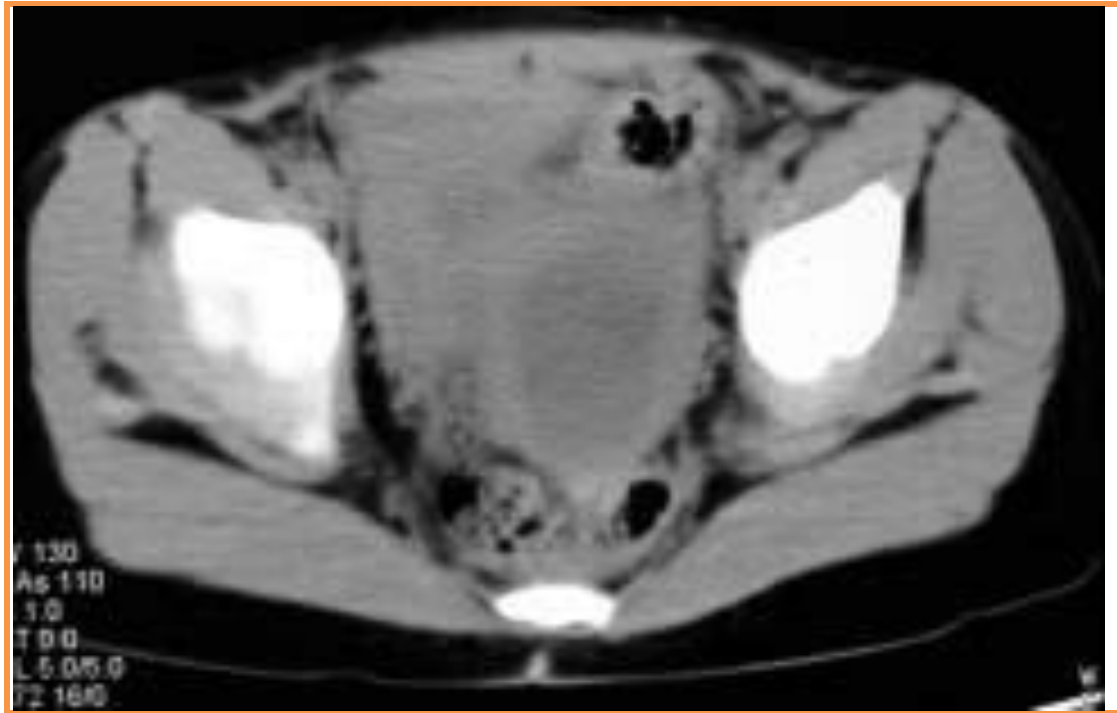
TDM pelvienne objectivant une masse pelvienne kystique à contenu liquidien hétérogène, de siège rétro vésicale et latéro-utérine gauche (134)
